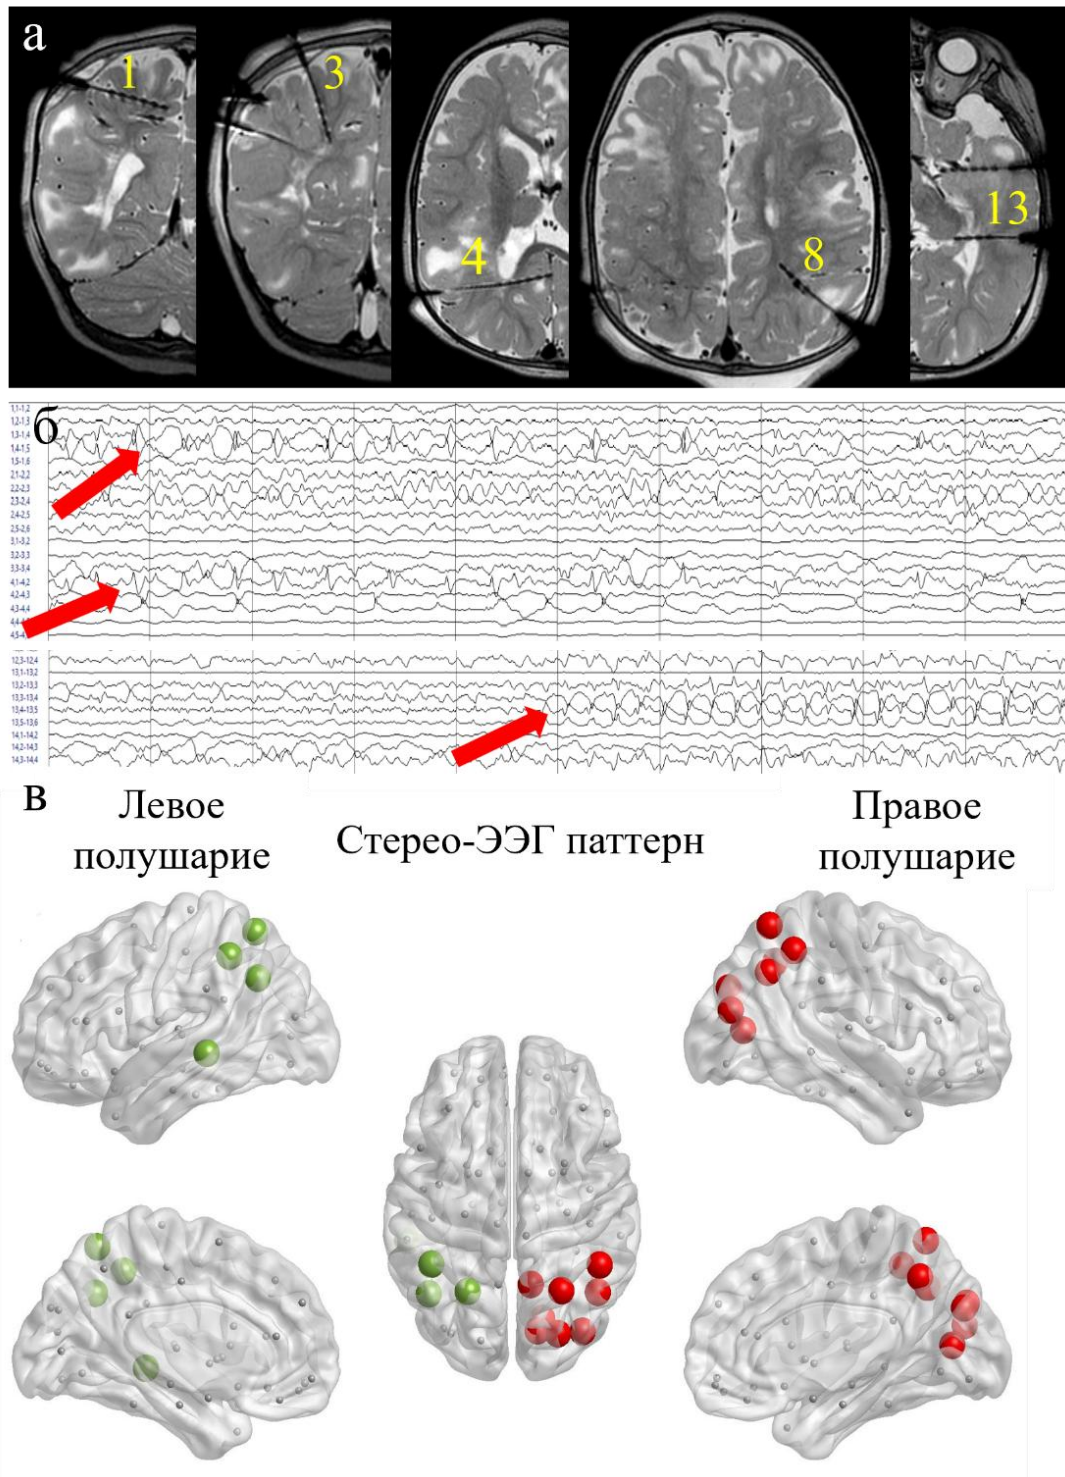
Стерео – электроэнцефалография: (а) МРТ головного мозга после имплантации глубинных электродов (цифрами отмечены электроды участвующие в инициации эпилептических приступов); (б) стерео-ЭЭГ паттерны; (в) на основании стерео-ЭЭГ паттернов приведена 3д визуализация эпилептогенных очагов (“Доминантный” очаг представлен красным цветом) [собственное наблюдение]
